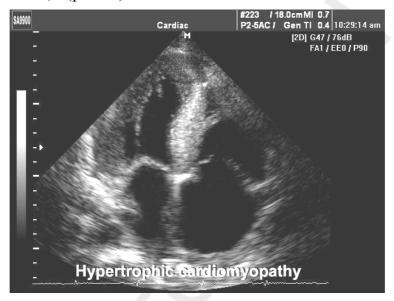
Эхокардиограмма больного с ГКМП: гипертрофия МЖП
